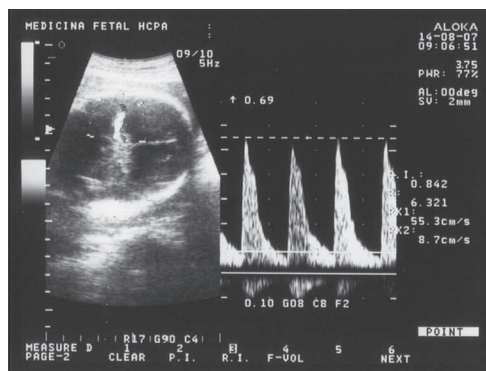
Dopplervelocimetria da artéria cerebral média (medida do pico de velocidade sistólica).
